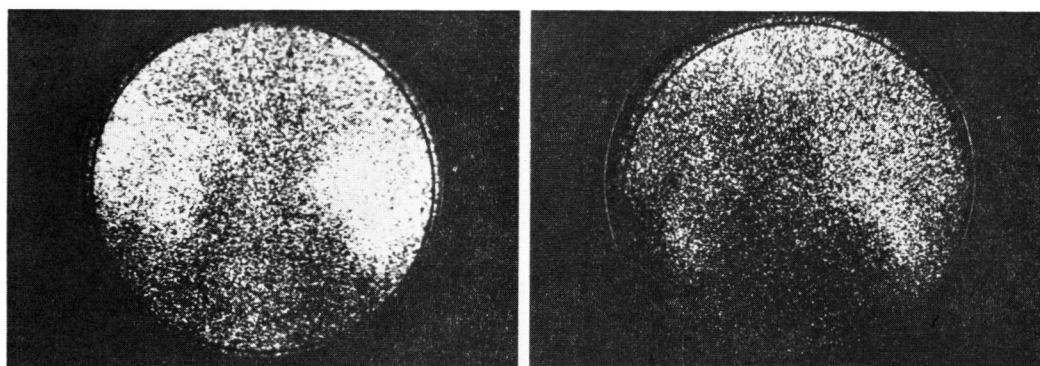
VCG (left) shows bilateral VUR. ^{99m}Tc -DMSA renal scintigraphy (right) in a 19-year-old chronic renal failure case.
